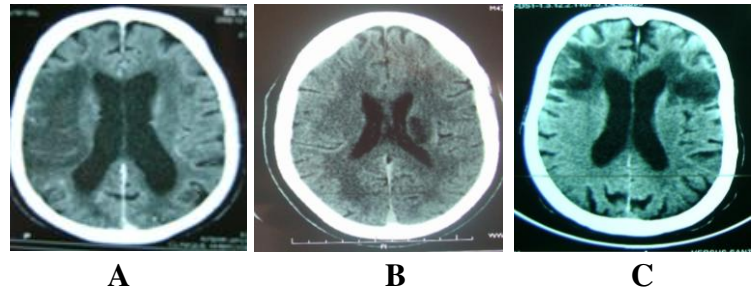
Images tomodensitométriques (TDM) cérébrales mettant en évidence des hypodensités capsulaires gauche (A), frontales bilatérales (B) et sylvienne totale droite (C) évoquant des AVC ischémiques.
